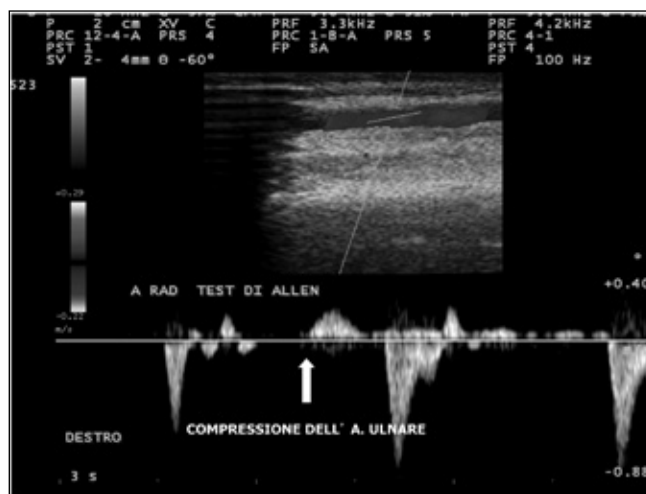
Sonda lineare. Studio pre-operatorio del braccio destro: il campionamento Doppler dell'arteria radiale registra un incremento di flusso quanto l'arteria ulnare omolaterale viene compressa, indice di pervietà dell'arcata palmare.
